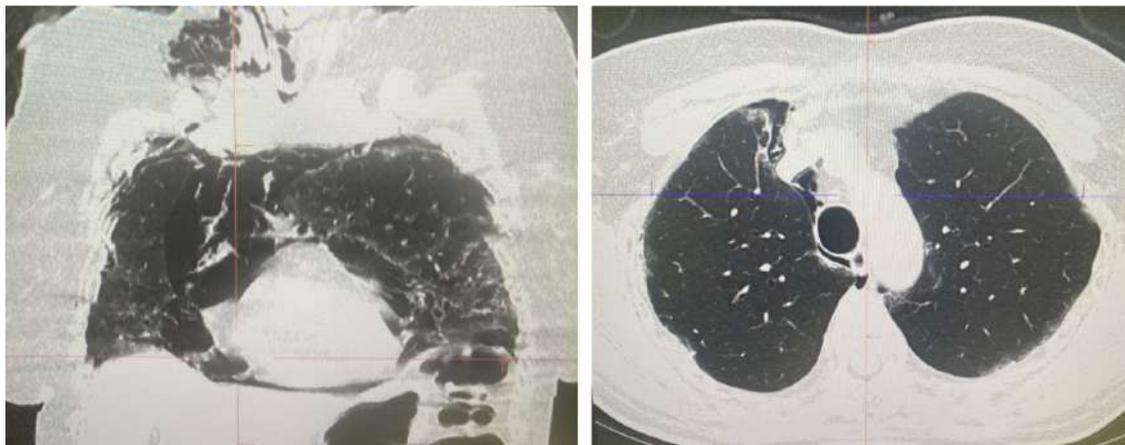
Томограмма (пациент Ц.) – пневмомедиастинум с подкожной эмфиземой без пневмоторакса (собственное наблюдение)
